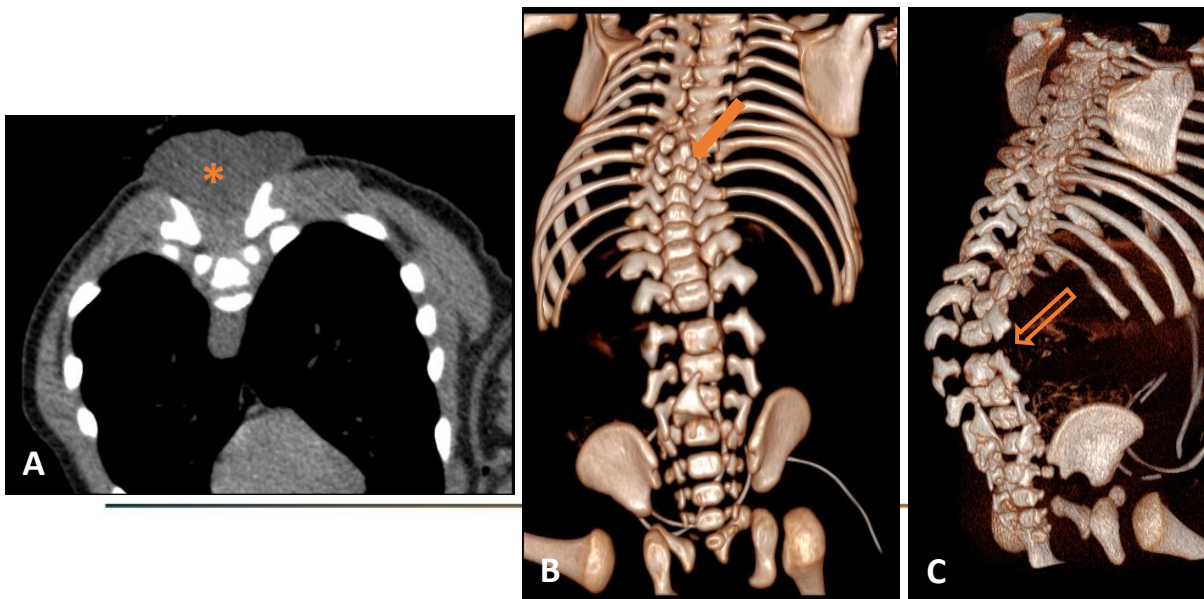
TC toracoabdominal en ventana partes blandas (A) y reconstrucción 3D en plano coronal (B) y sagital (C) que muestra a nivel de los elementos óseos posteriores de la región dorsal distal a T7 un amplio cierre incompleto del arco neural (flecha sólida) y una estructura con atenuación partes blandas compatible con mielomeningocele que emerge del canal raquídeo (asterisco). Alteraciones de la segmentación que están condicionando una marcada cifoescoliosis dorsolumbar (flecha vacía).
